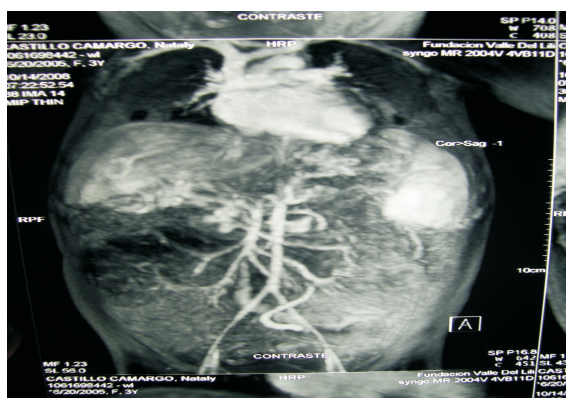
Angioresonancia de la niña anterior que muestra posible malformación cavernomatosa, sin descartar trombosis o lesión mieloproliferativa primaria
